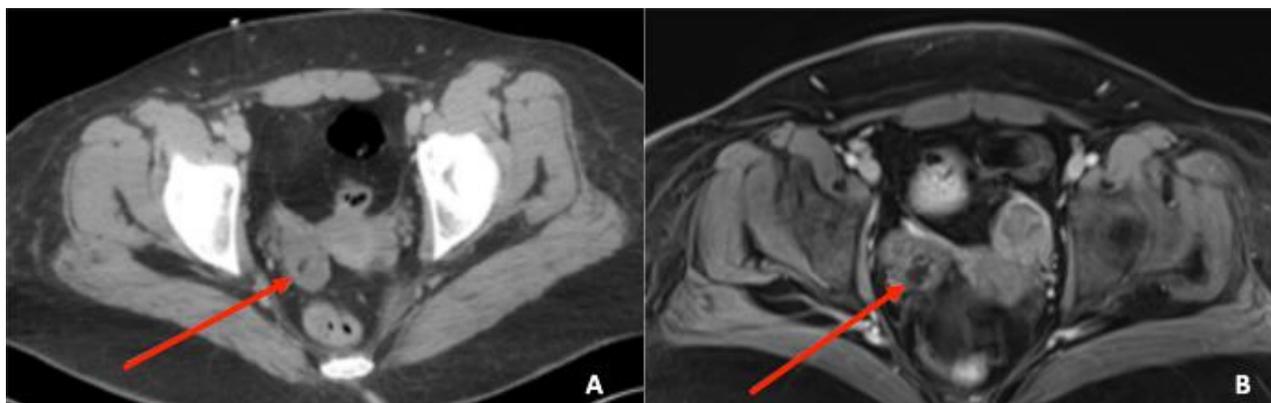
coupe axiale de scanner (A) passant par le pelvis montrant une masse ovarienne droite (flèche rouge) avec une composante graisseuse faisant évoquer un tératome et sur la coupe axiale à l'IRM pelvienne en séquence axiale T1 « out of phase » (B) montrant une chute du signal au sein de la masse en rapport avec la présence de graisse.
